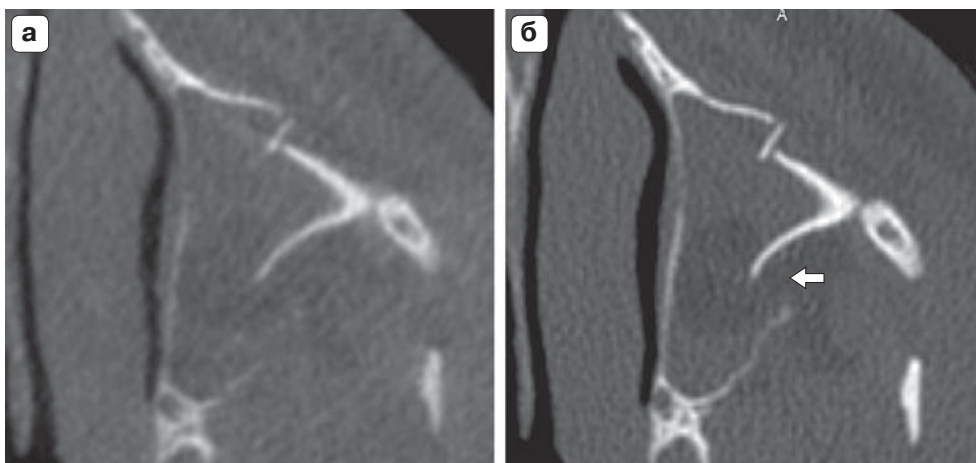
КТ-изображения, MPR в аксиальной плоскости. а – КЛКТ; б – МСКТ. Интерпозиция жировой клетчатки в плоскость перелома (стрелка) при КЛКТ убедительно не визуализируется.
